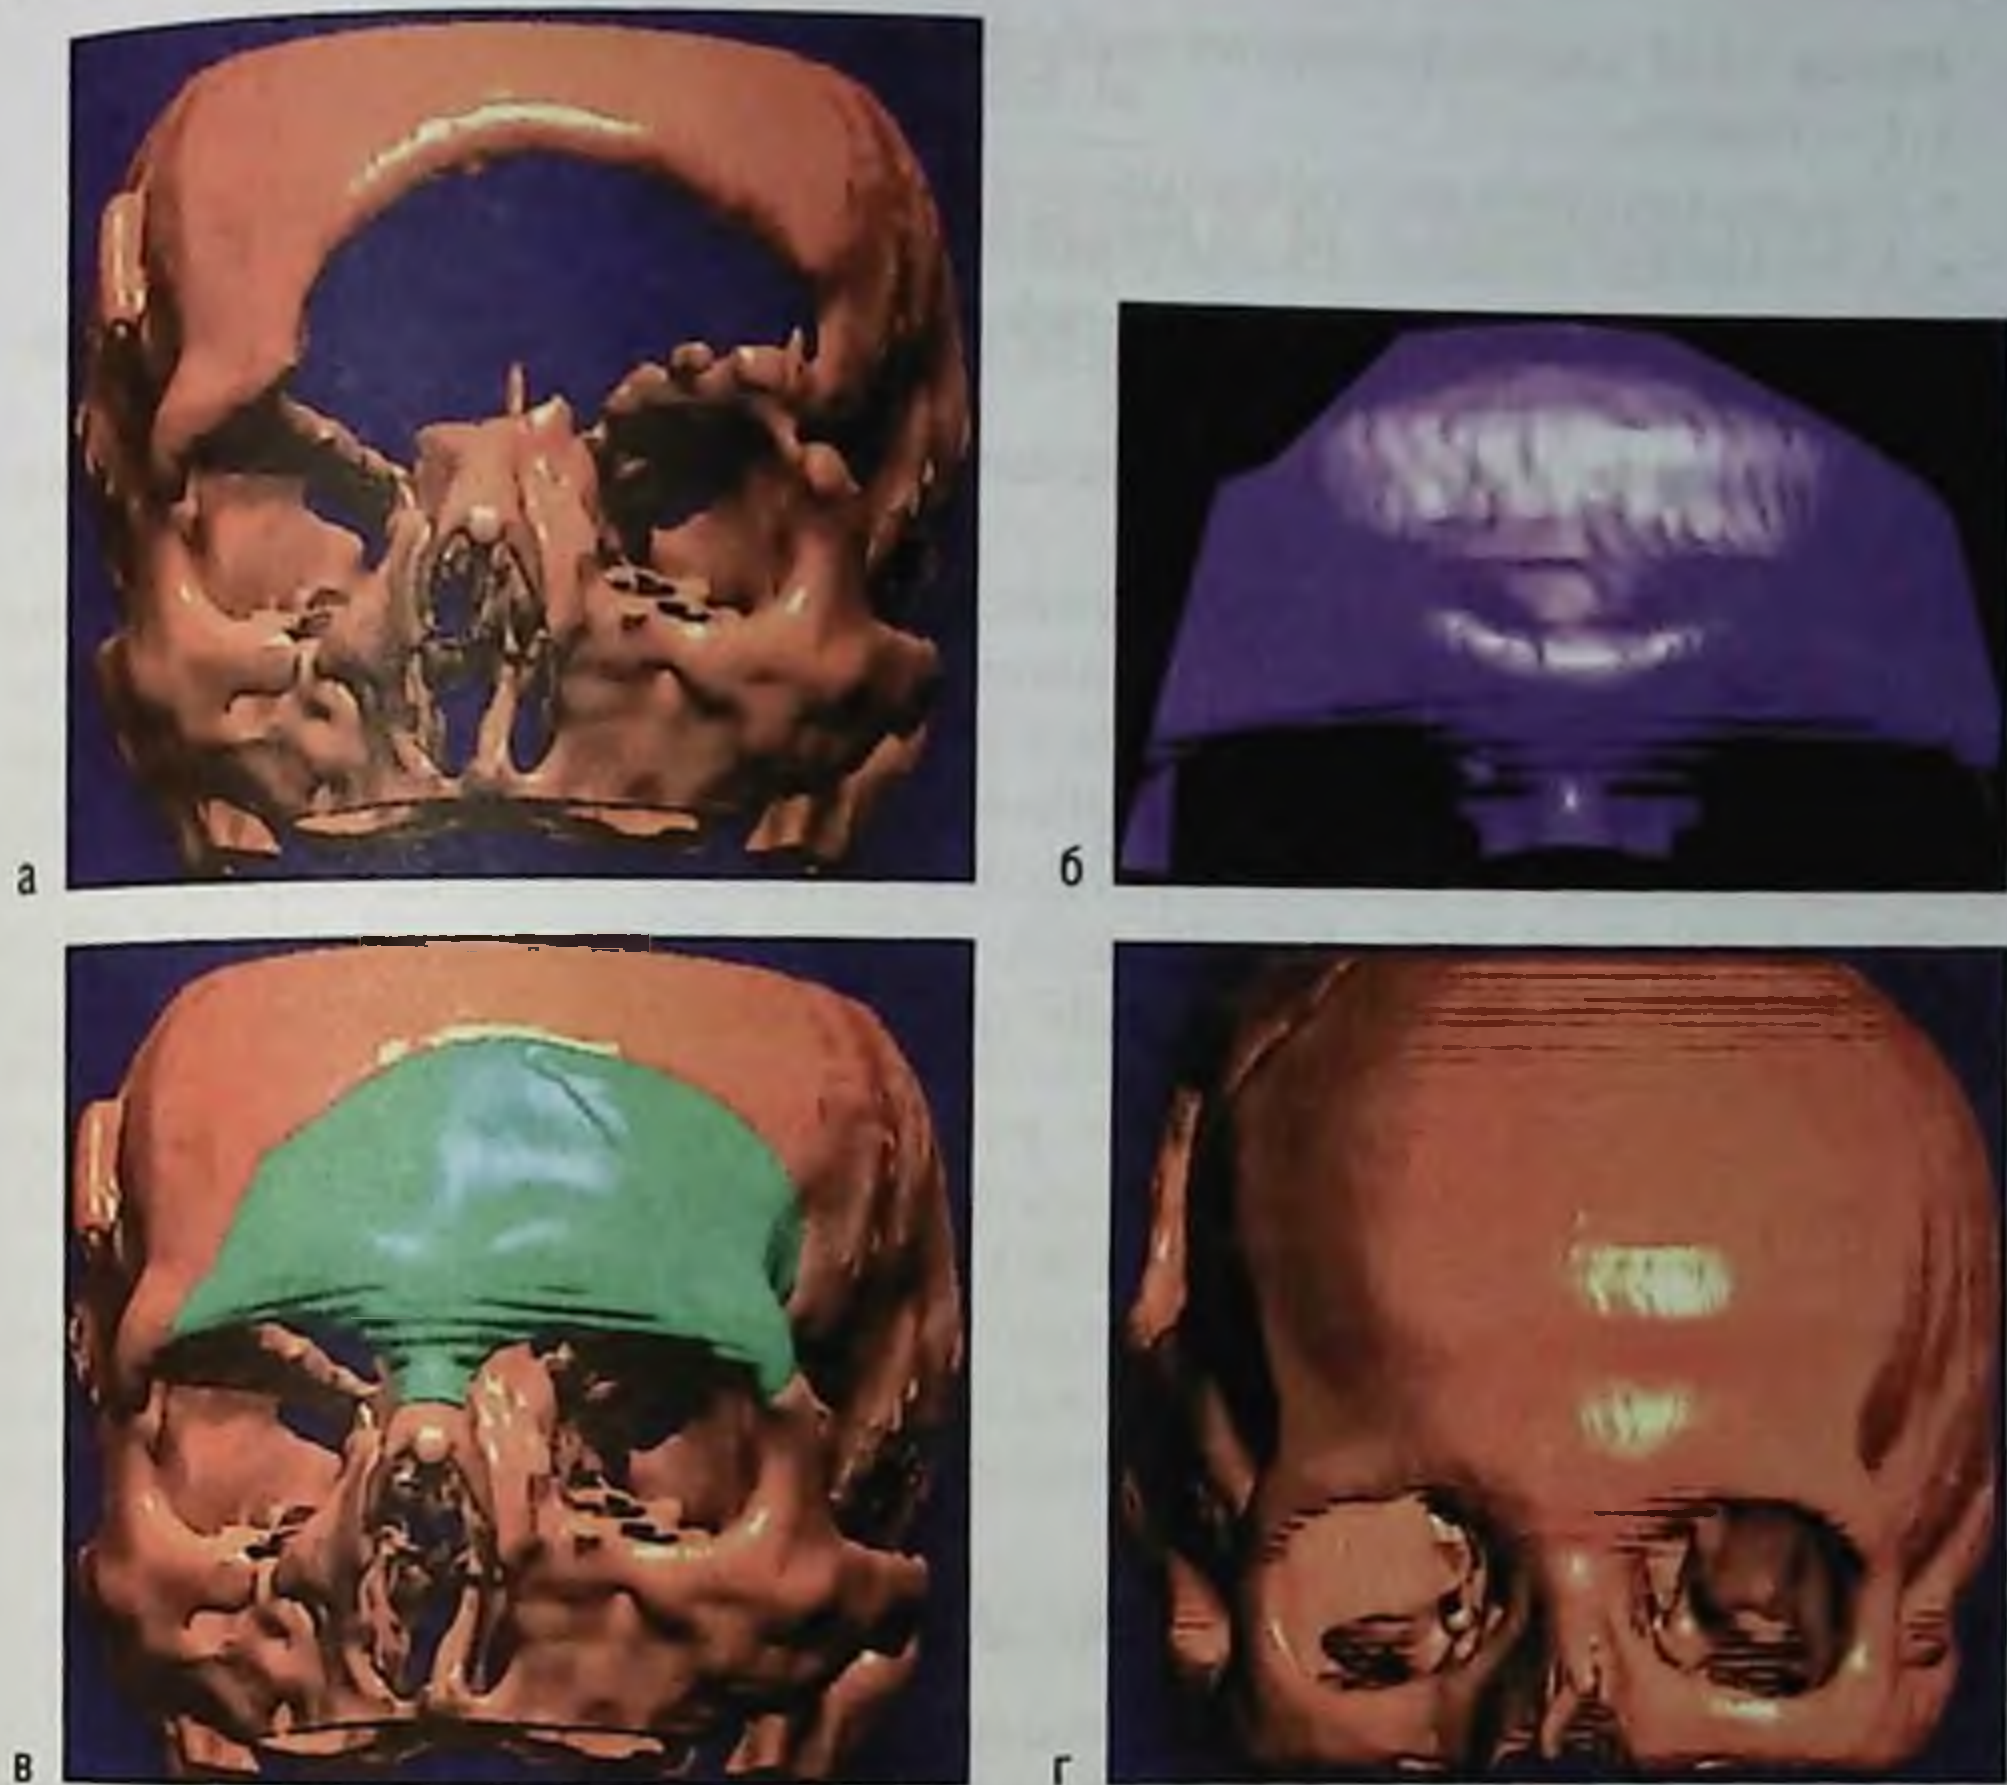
Стереолитографическое моделирование костного трансплантата: а — трехмерная компьютерно-томографическая реконструкция черепа, виден костный дефект; б — моделирование трансплантата; в — проверка соответствия модели форме и размерам дефекта; г — трехмерная компьютерно-томографическая реконструкция черепа после операции
